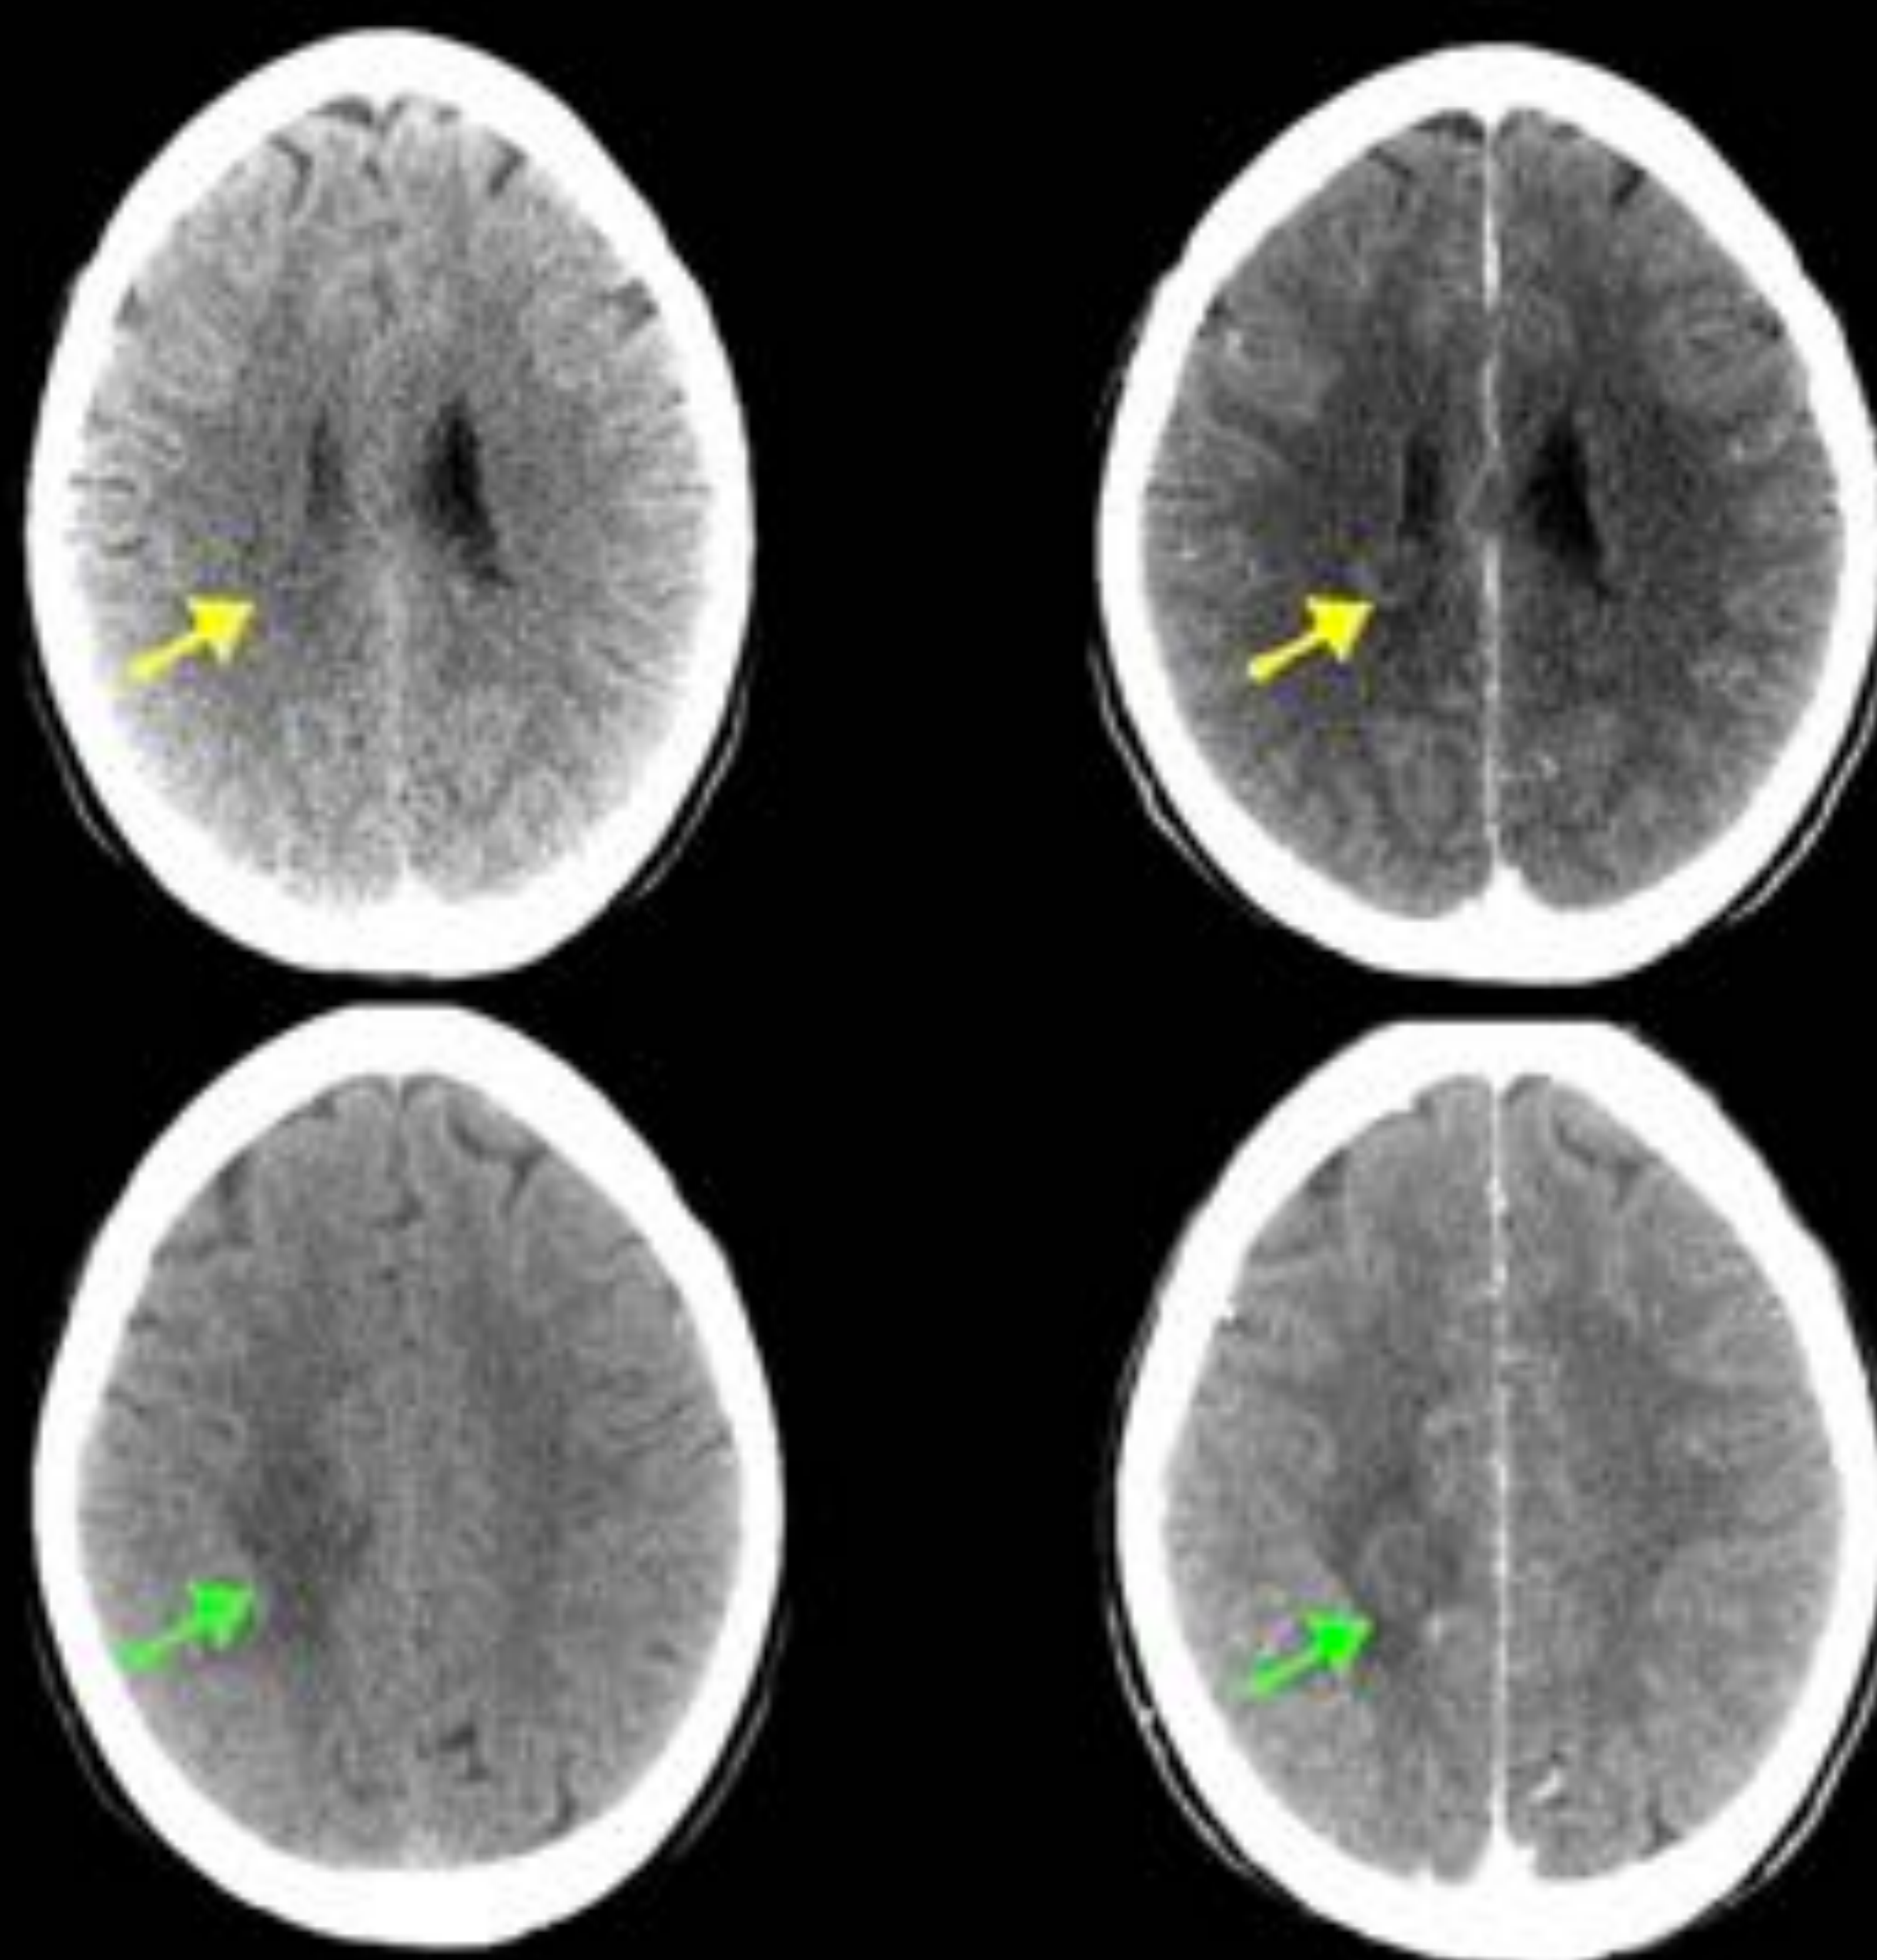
Mujer de 41 años con diplopía. En la TC sin contraste se visualiza un área hipointensa periventricular derecha (flecha amarilla) adyacente al cuerpo del sistema ventricular y otra hipodensidad focal corticostriatal frontal posterior ipsilateral (flecha verde). Tras la administración de contraste ambas lesiones muestran un realce nodular y heterogéneo.
